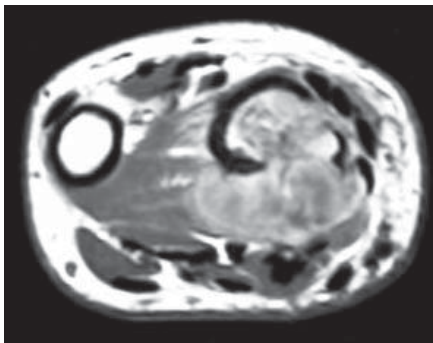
Preoperative MRI of the patient
